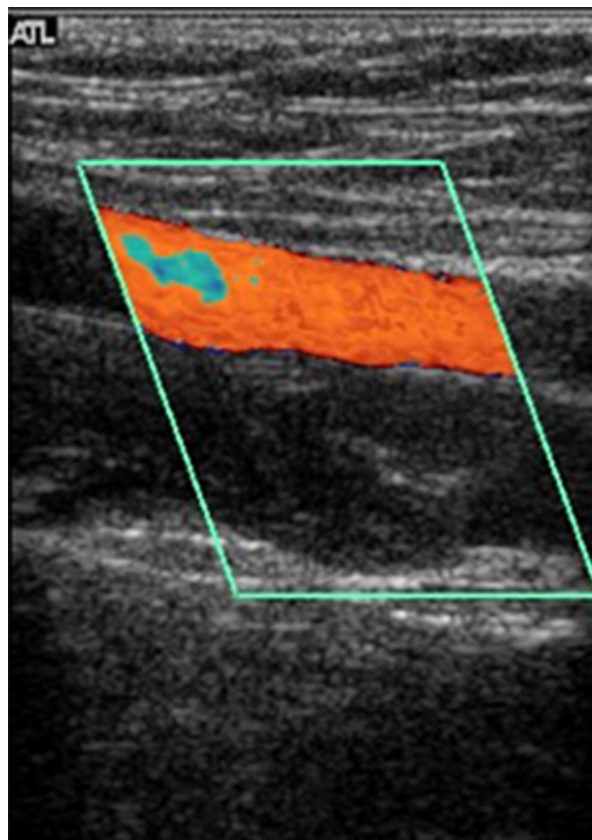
Doppler colorido da mesma região da figura 1
